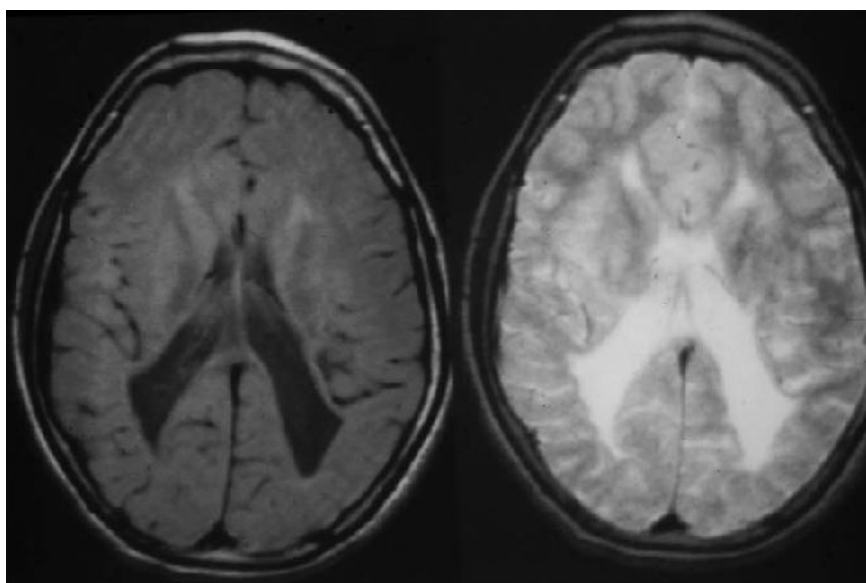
Imagerie par résonance magnétique (IRM) montrant une leucomalacie périventriculaire particulièrement visible dans les zones pariéto-occipitales, chez un ancien prématuré porteur d'une maladie de Little. [35]
